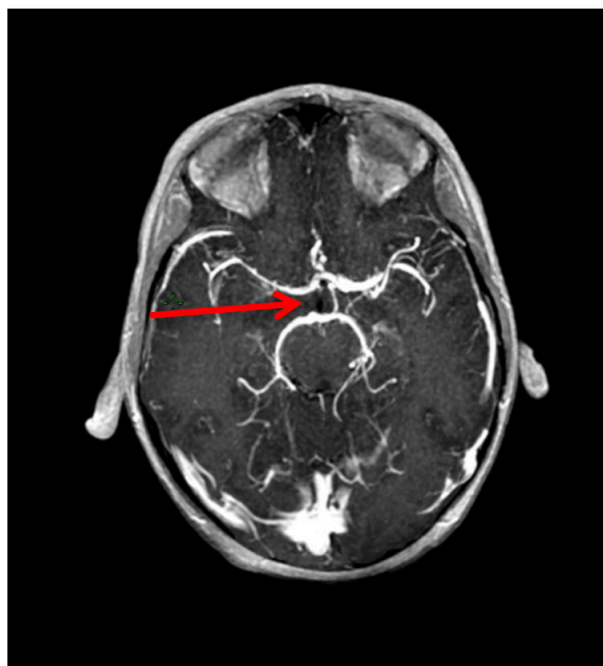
Angio IRM: absence de l'artère communicante postérieure droite
